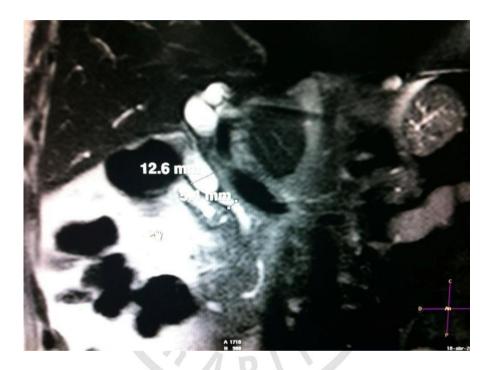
Colangio Resonancia Magnética previa a CPRE.
